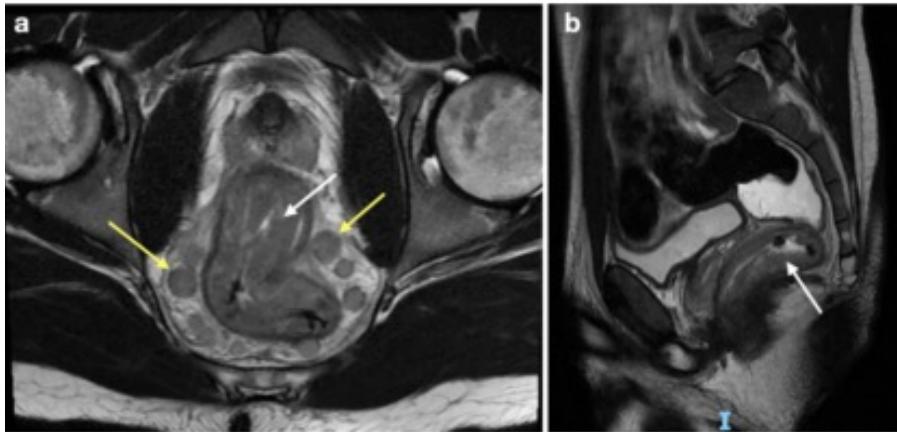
Resonancia Magnética Nuclear, corte axial (a) y sagital (b). Engrosamiento parietal rectal (flechas blancas) y las adenomegalias meso-rectales (flechas amarillas).
